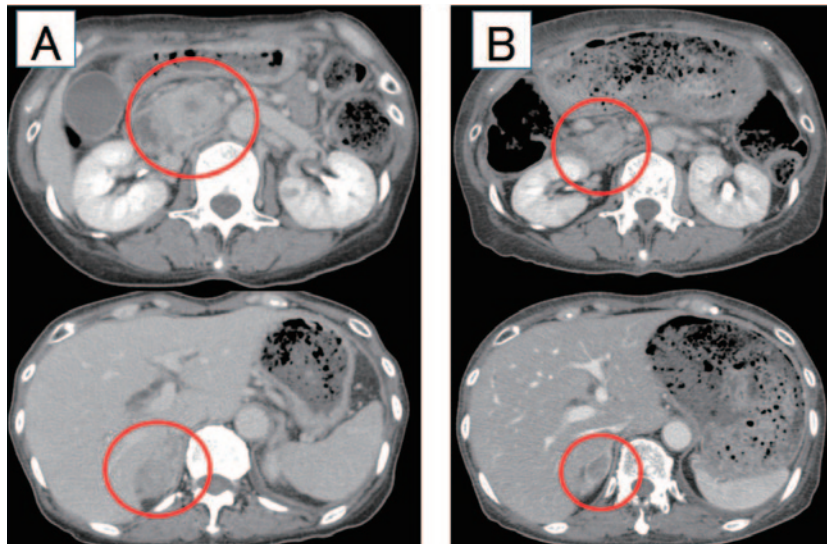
アレクチニブ治療による睪臓転移，右副腎転移病変の経過（腹部造影CT，赤丸内）．
